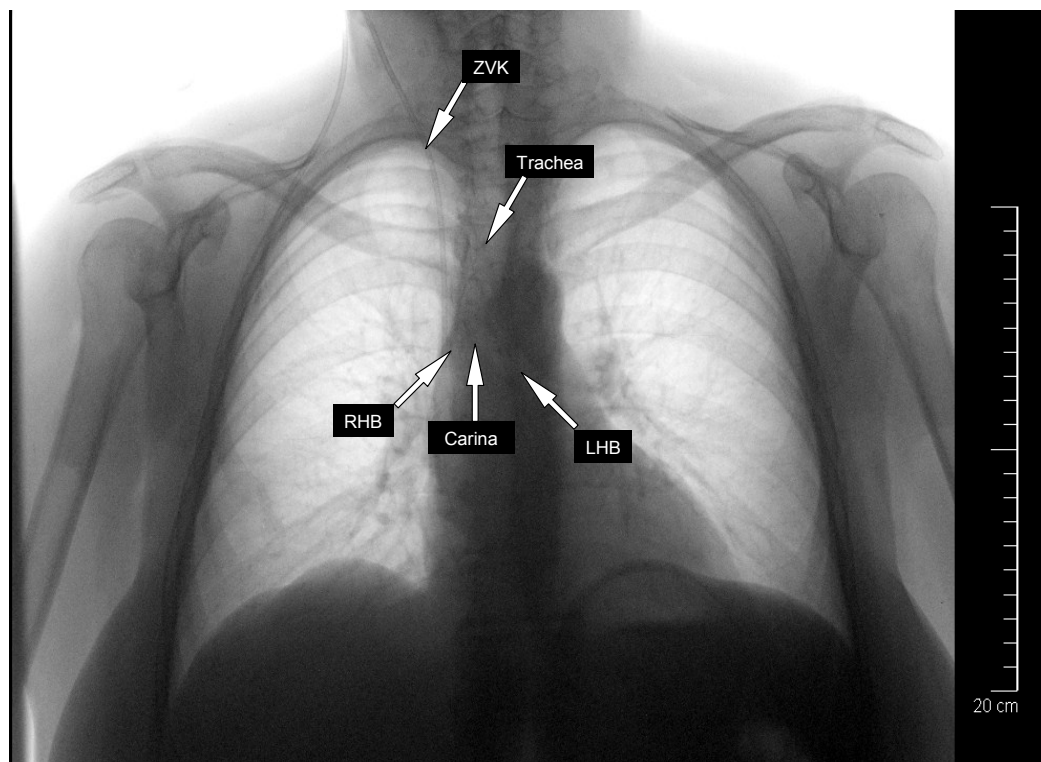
Inverses Röntgenbild der Patientin mit ZVK via RIJV
